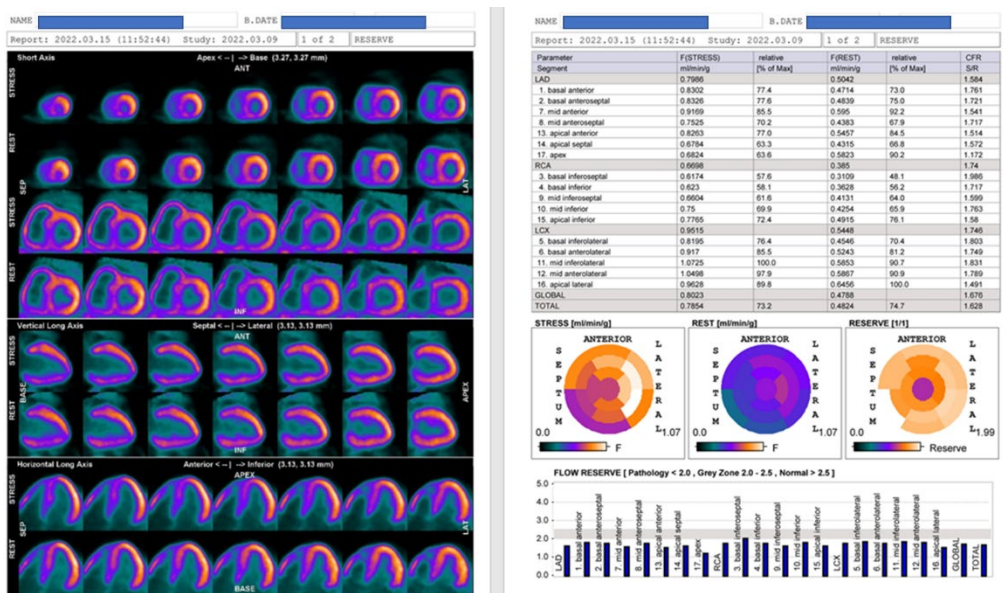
Exemplo de laudo PET-CT 13N AMONIA paciente com amiloidose cardíaca.
